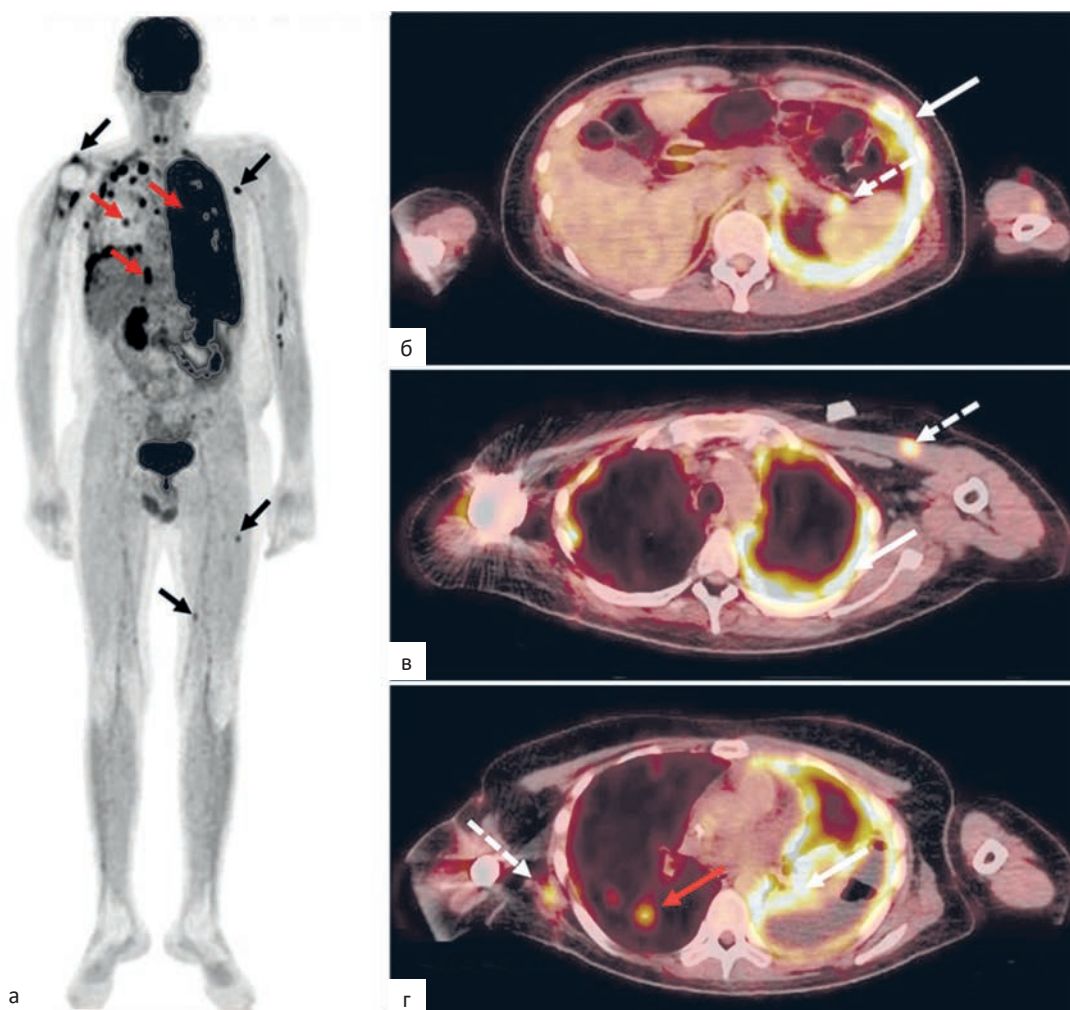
Пациент 32 года. Диагноз: остеосаркома проксимального отдела правой плечевой кости. Состояние после неoadъювантной полихимиотерапии, хирургического лечения (резекция верхней трети правой плечевой кости с замещением дефекта эндопротезом плечевого сустава), адъювантной полихимиотерапии. Прогрессирование заболевания. ПЭТ/КТ всего тела с ^{18}F -ФДГ. На MIP-проекции ПЭТ (а) отмечается повышенное очаговое накопление ^{18}F -ФДГ в узловых образованиях в мягких тканях (изменения указаны черными стрелками), в метастатических очагах в легких и по плевре (изменения указаны красными стрелками). В корональной плоскости ПЭТ/КТ (б) гиперметаболические очаги в утолщенной плевре (изменения указаны стрелкой) с SUV_{max} 10,46, в узловом образовании в хвосте поджелудочной железы с SUV_{max} 6,48 (изменения указаны пунктирной стрелкой), в узловом образовании большой грудной мышцы слева до SUV_{max} 5,93 (изменения указаны пунктирной стрелкой). (в, г) гиперметаболические очаги в узловом образовании мягких тканей задне-боковых отделов грудной стенки справа с SUV_{max} 4,80 (изменения указаны пунктирной стрелкой) и в метастатических очагах в легких с SUV_{max} 3,23 (изменения указаны красной стрелкой)
